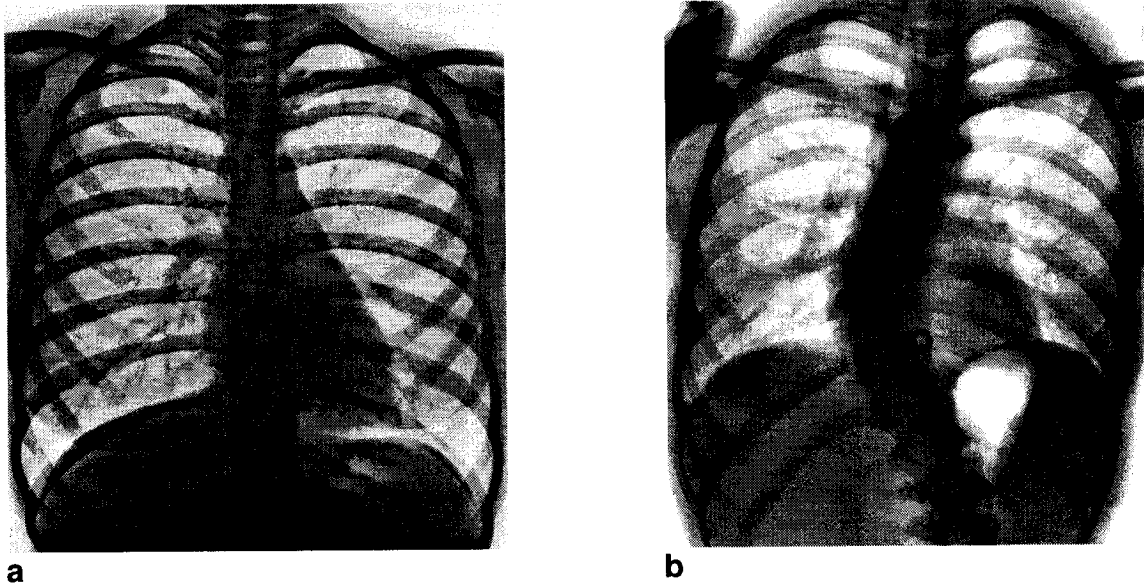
Anatomie radiologique de la scoliose. (a) radiographie thoracique normale (Wicke, Firbas, et al., 1978) (b) radiographie thoracique scoliotique (Sainte-Justine).
